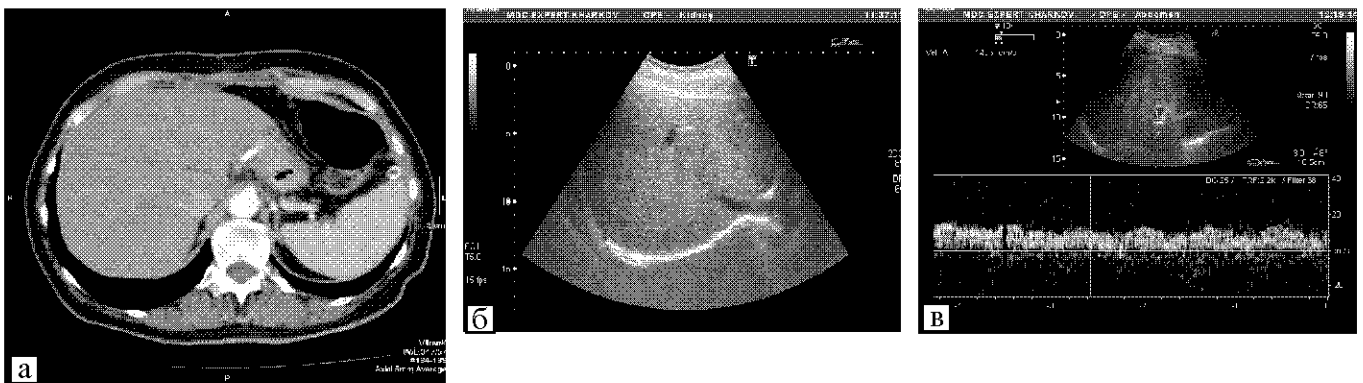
Пацієнтка К., 46 років: а — КТ з контрастним підсиленням, аксіальна проекція, артеріальна фаза. Норма; б — УЗД. Помірне підвищення ехогенності печінки; в — УЗД-дуплексний режим, імпульсний доплер. Помірне зниження портального кровотоку
